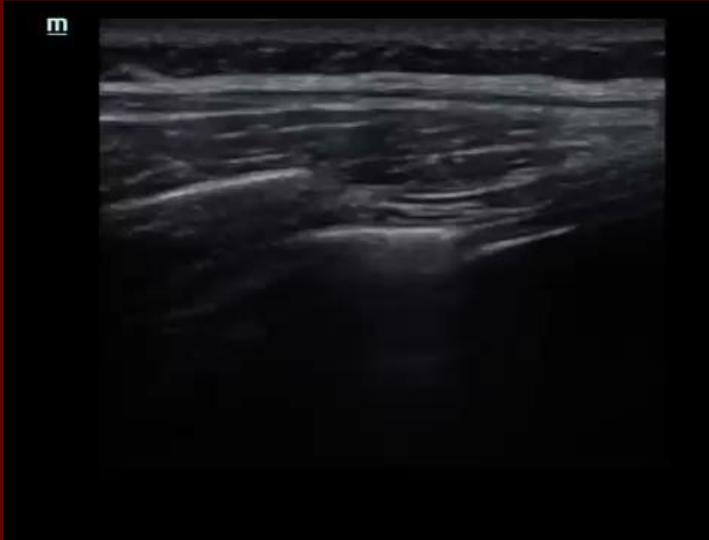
Ecografía pulmonar normal. Línea B (flecha naranja)
